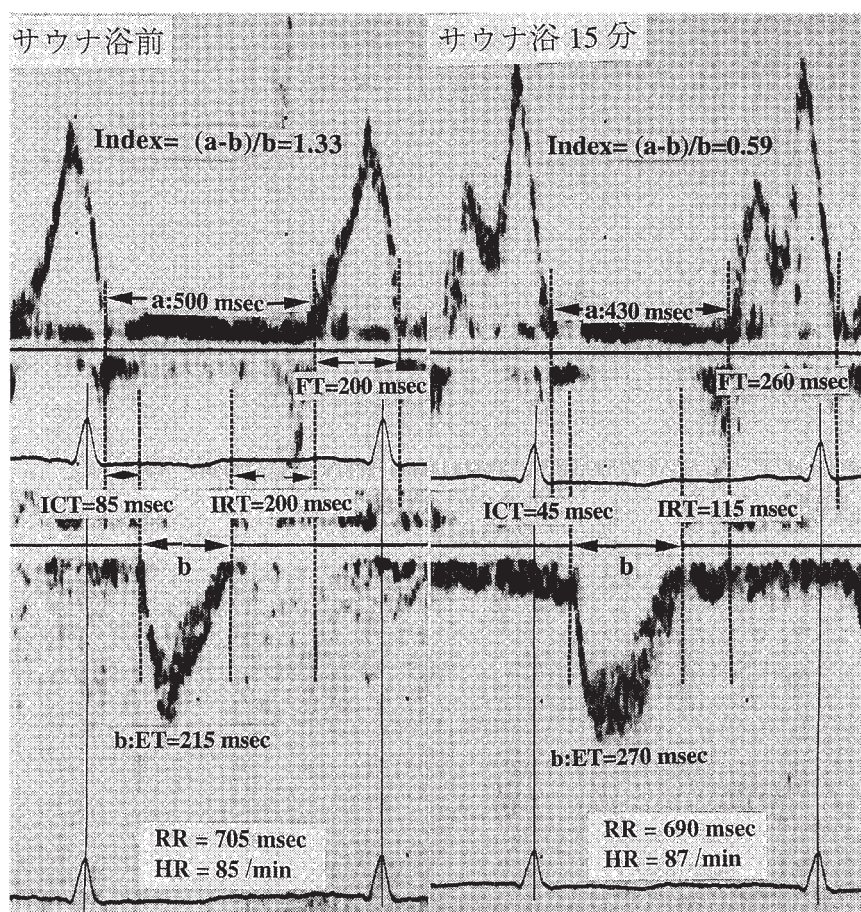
図5はNYHA IV度の症例のサウナ前後のドプラー心エコー図で(左図はサウナ浴前, 右図はサウナ浴15分後), 僧帽弁流入血流および大動脈駆出血流の著明な変化を示す。すなわちサウナ浴前の僧帽弁血流速度は拡張早期波と心房収縮波が重複し三角波を呈しているが, サウナ浴後には心拍数の軽度増加にもかかわらず拡張早期波と心房収縮
